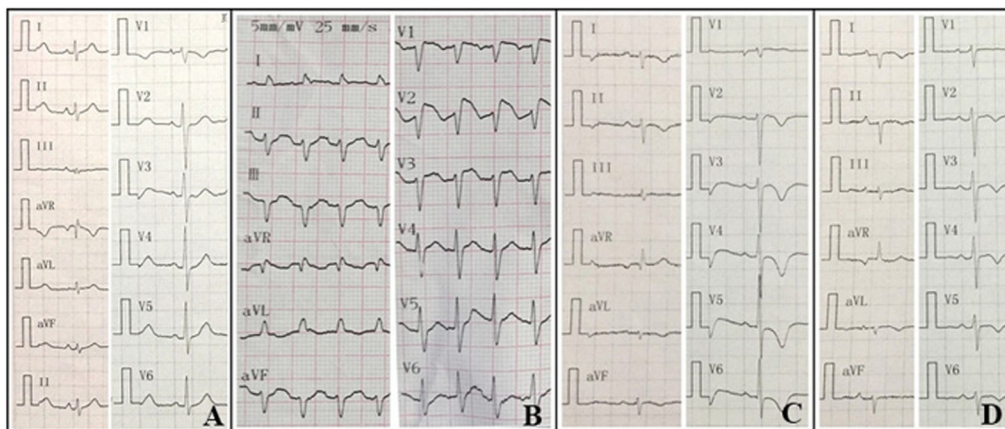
Dynamic changes of echocardiography in a TTS patient
